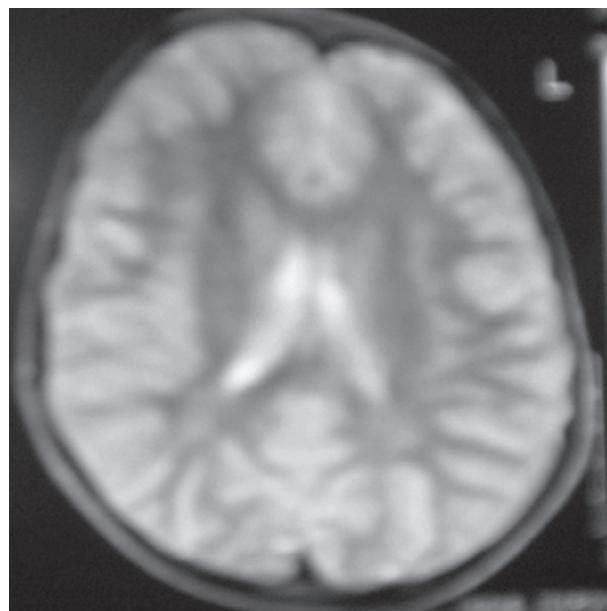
Бульбарная бимикроскопия и МРТ пациента 14 лет с последствиями ЧМТ.
